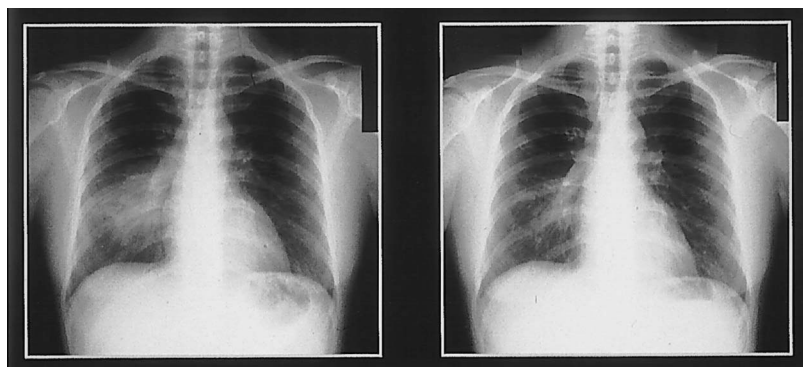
Chest radiography of case no. 1, a 32-years-old woman. The image at left was taken November 9, 1999, on admission, and that at right was taken November 22, 1999, when Ig-G antibody titer in her serum was significantly elevated.
